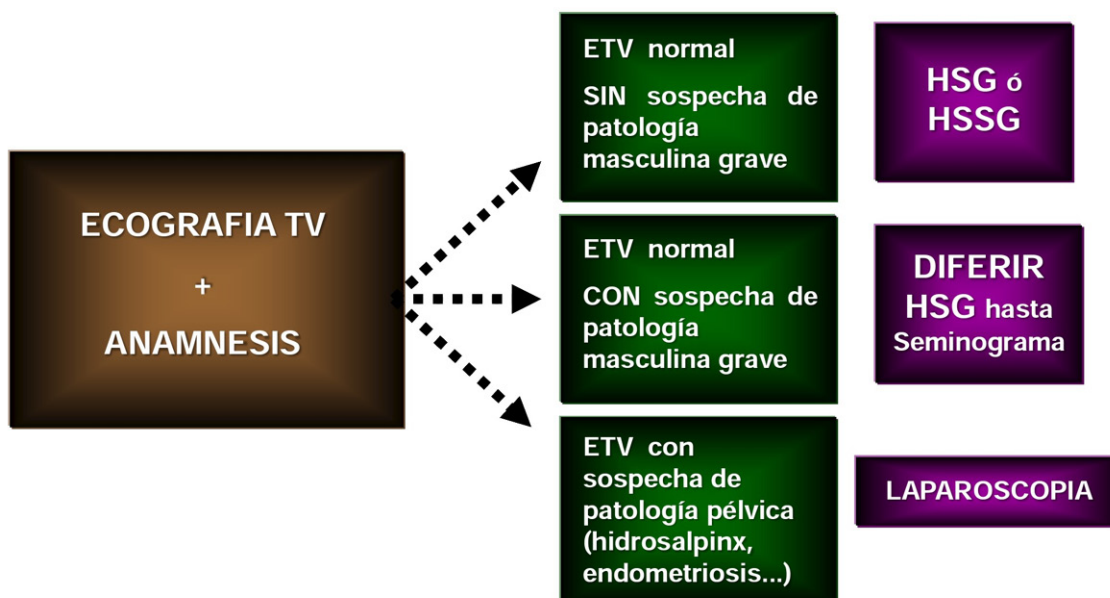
Pruebas diagnósticas según la ECO TV (Ecografía transvaginal) y la anamnesis.
